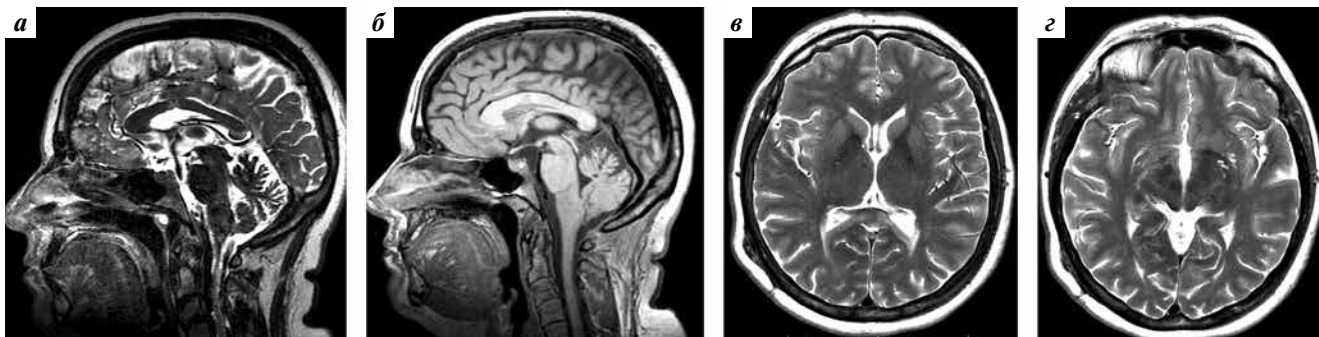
Магнитно-резонансная томография головного мозга через 6 мес после 1-й операции (2019 г.), T2-взвешенные изображения в режиме 3D FSE (fast spin echo) в сагиттальной (а) и аксиальной (б–г) плоскостях. Рецидив супраселлярной арахноидальной кисты (указан стрелкой)
